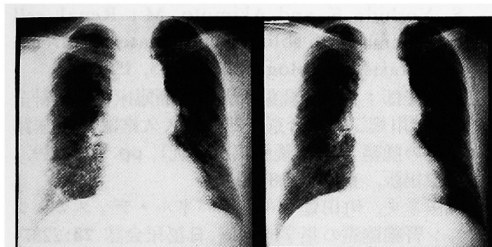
Case 5. (left) Chest X-ray film revealed metastatic lesions in both lungs. (right) After 4 months' administration of UFT, metastatic lesions almost disappeared.
